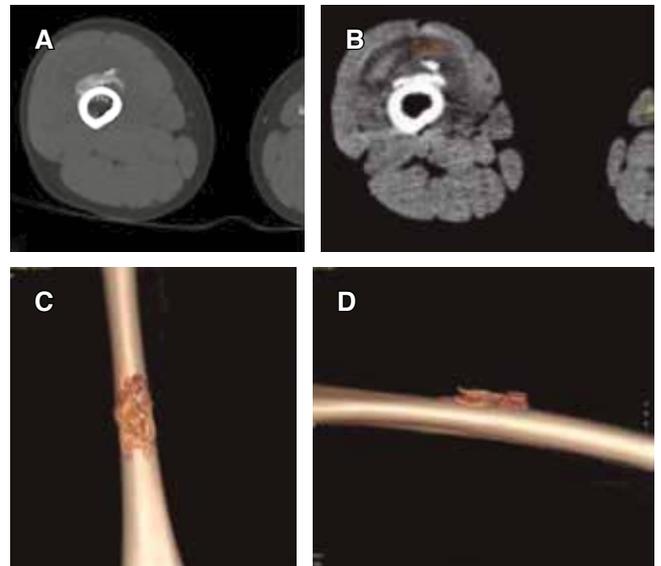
Cortes axiales (A-B) y reconstrucción en 3D (C-D) de tomografía computarizada, donde se observa una lesión de partes blandas calcificada adyacente a la cortical anterior del fémur.
